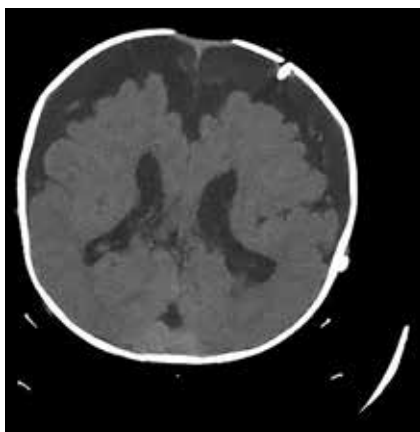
Tomografía cerebral sin contraste con atrofia cortico-cortical por ampliación del espacio subaracnoideo, que impresiona un incremento relativo de los ventrículos laterales.
